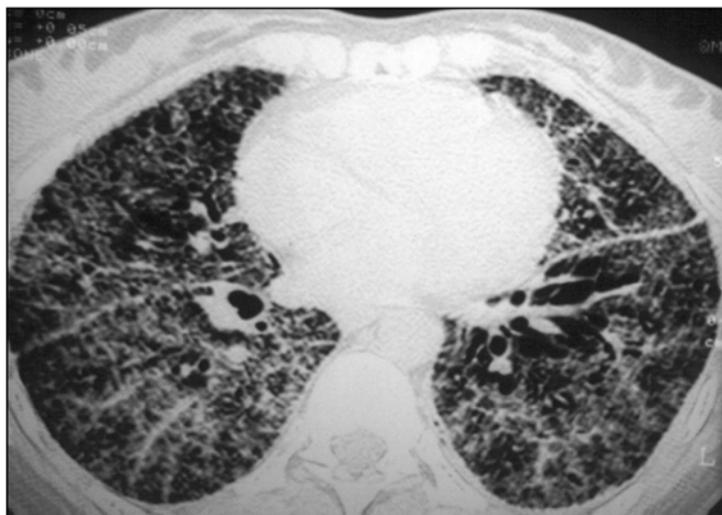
TAC torácica de mujer de 49 años con fibrosis pulmonar idiopática
